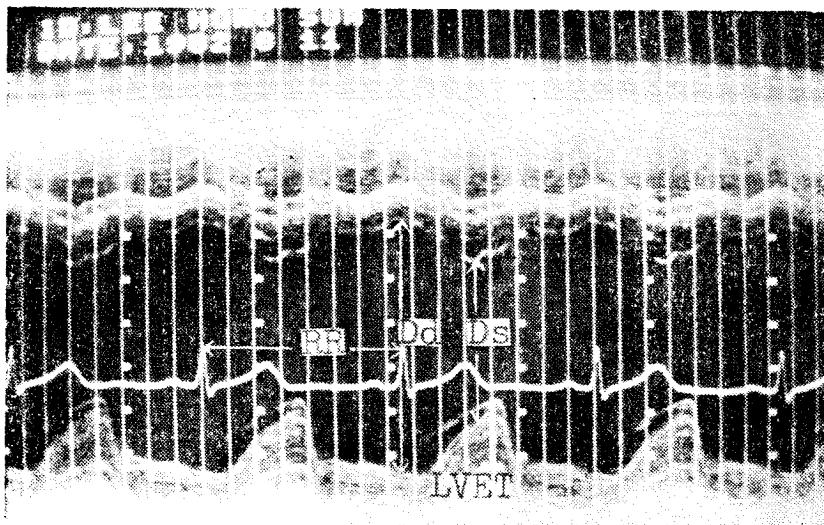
Left ventricular echocardiogram showing the method of measuring dimensions and time intervals.
